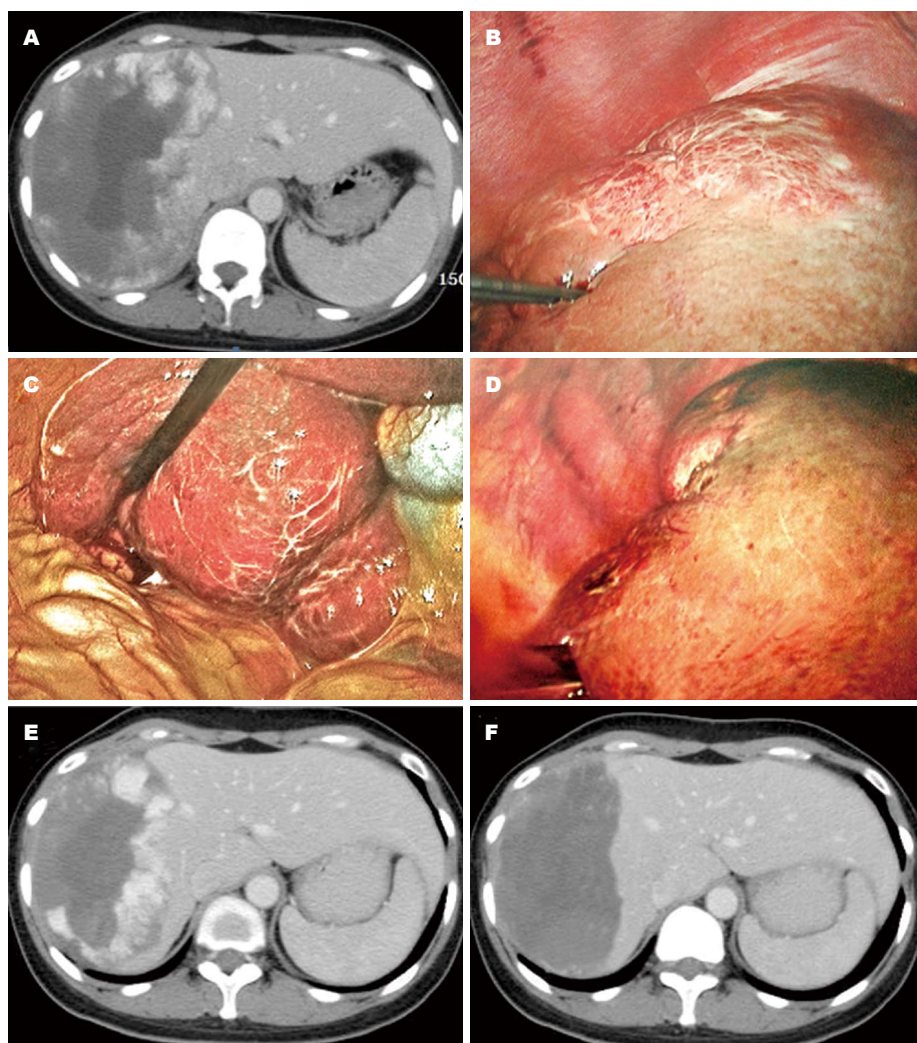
患者治疗前后检查。A: 女性患者, 45岁, 腹部CT显示肝右叶直径15.0 cm的巨大肝血管瘤。B: 腹腔镜下观察, 巨大肝血管瘤突出肝脏的膈面; 射频消融电极经过正常肝组织进入肝血管瘤, 采用“先边缘、后中心”的多点消融策略, 肝血管瘤突出肝脏脏面, 紧邻胆囊; C: 消融脏面瘤体时, 用湿纱布将瘤体与横结肠肝曲隔开, 以防其受损; D: 瘤体明显塌陷、变硬。此时患者出现血红蛋白尿, 遂立即停止消融治疗; E: RFA后1 mo, 复查腹部CT显示, 肝血管瘤深部仍有强化, 瘤体未获得完全消融, 在CT引导下经皮穿刺RFA治疗残留肝血管瘤。F: 治疗后1 mo复查CT显示, 肝血管瘤获得完全消融, 消融灶明显萎缩。RFA: 射频消融; CT: 计算机断层扫描。
